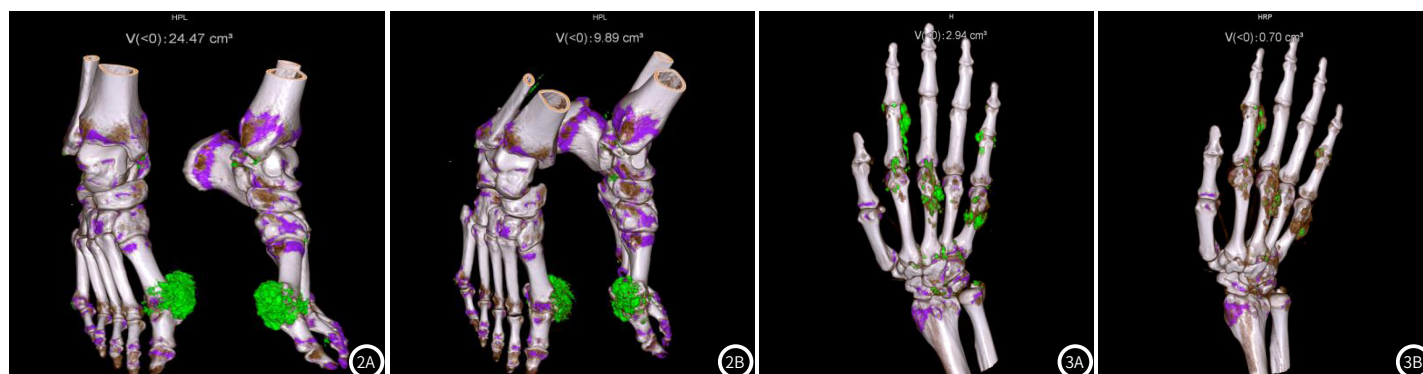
~2B 非布司他组治疗后Revolution CT扫描图。一名48岁男性，经非布司他40mg/d治疗24周后，尿酸盐沉积量显著减少。
